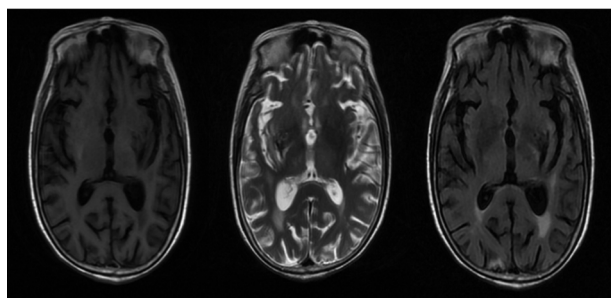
头颅 MRI(2018 年 4 月 25 日)
